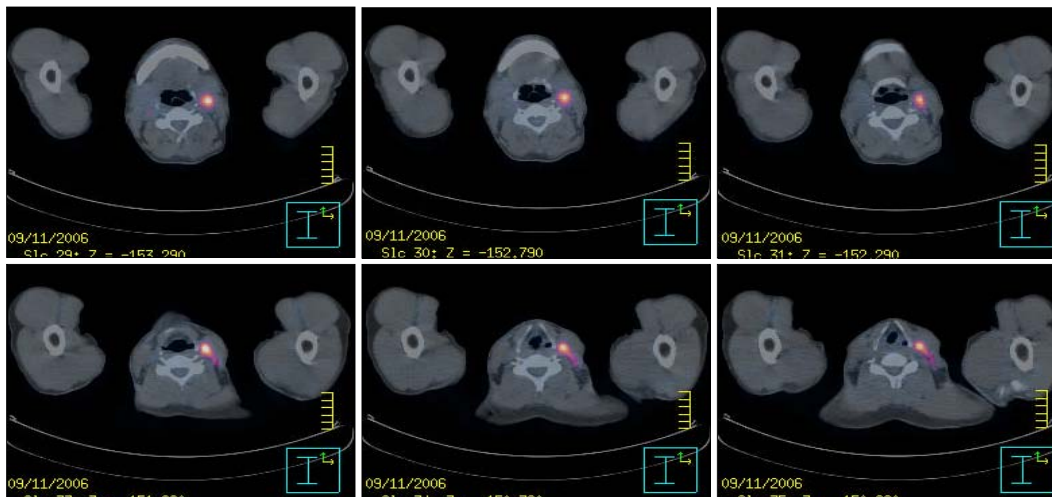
Postoperative PET CT : These show increased FDG uptake in left neck area.
